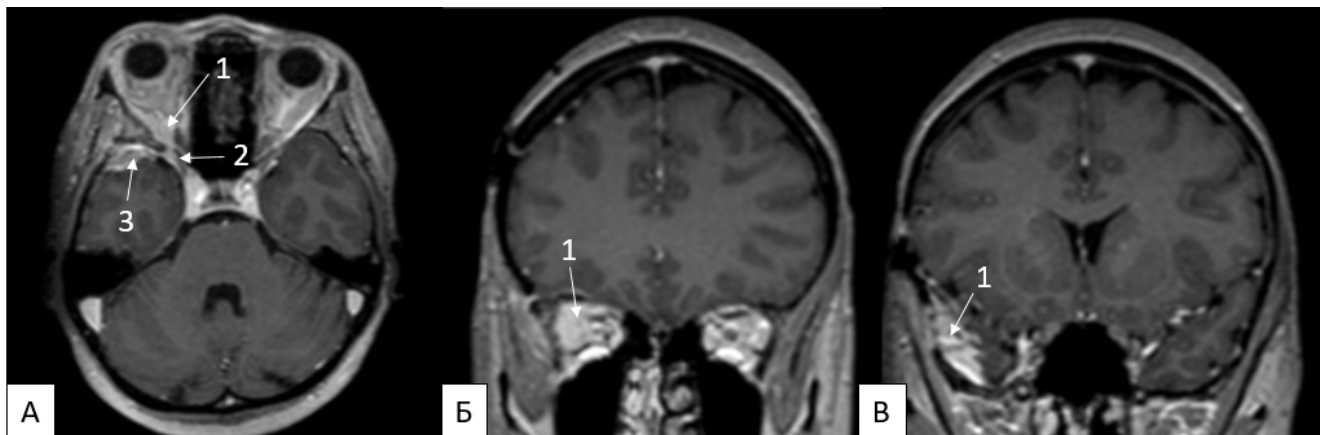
МРТ головного мозга с в/в контрастированием: А) фронтальный срез. 1 – мягкотканый фрагмент опухоли в глазнице, 2 – в ВГЩ, 3 – в СЧЯ; Б) аксиальный срез. 1 – мягкотканый фрагмент опухоли в глазнице, В) аксиальный срез. 5 – мягкотканый фрагмент опухоли в СЧЯ
